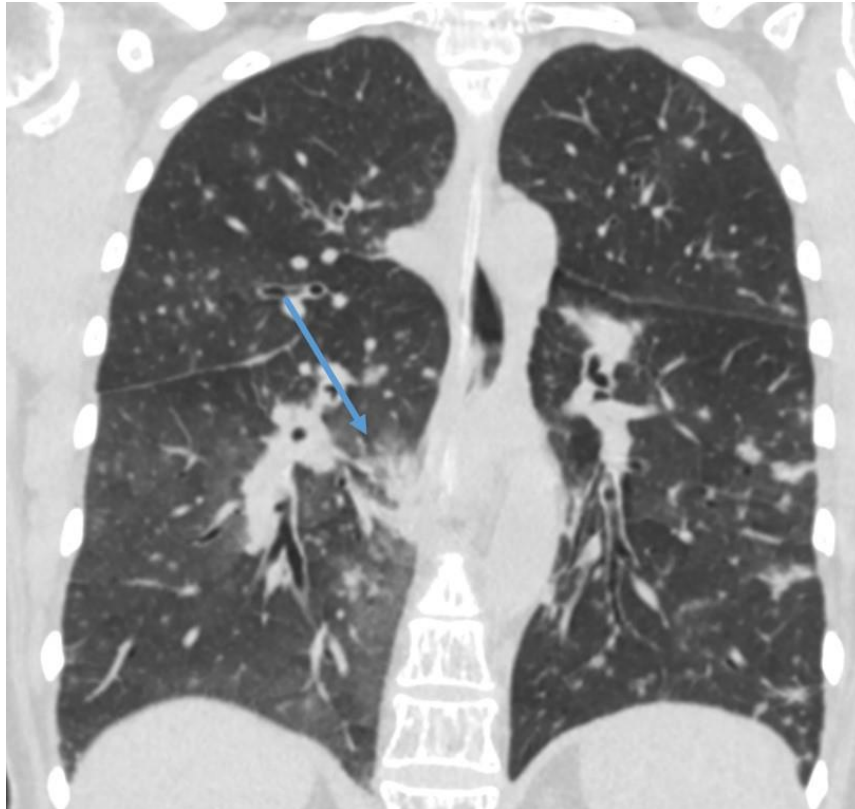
КТ груди, фронтальная реконструкция.
